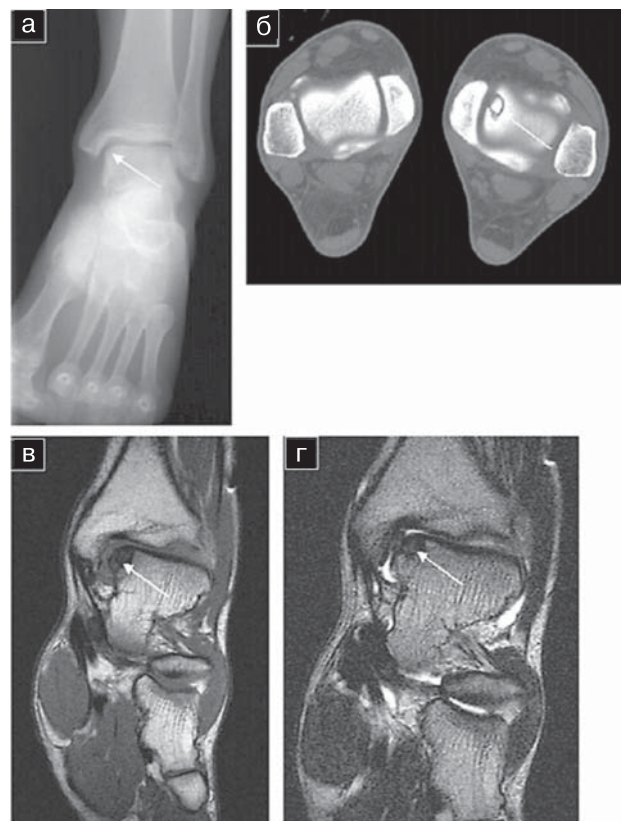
Рассекающий остеохондрит переднемедиального отдела блока таранной кости (стрелка): а — рентгенограмма в задней прямой проекции: признаки остеохондрального перелома внутреннего вала блока таранной кости, начальные признаки артроза голеностопного сустава; б — аксиальная КТ: определяется линия перелома переднемедиального отдела блока таранной кости слева, остеосклероз таранной кости вдоль линии перелома; в — коронарная МРТ в T_1 -ВИП; г — коронарная МРТ в T_2 -ВИП: определяется гипоинтенсивная линия перелома блока таранной кости, отек костного мозга таранной кости, целостность хряща по горизонтальной поверхности кости сохранена.
